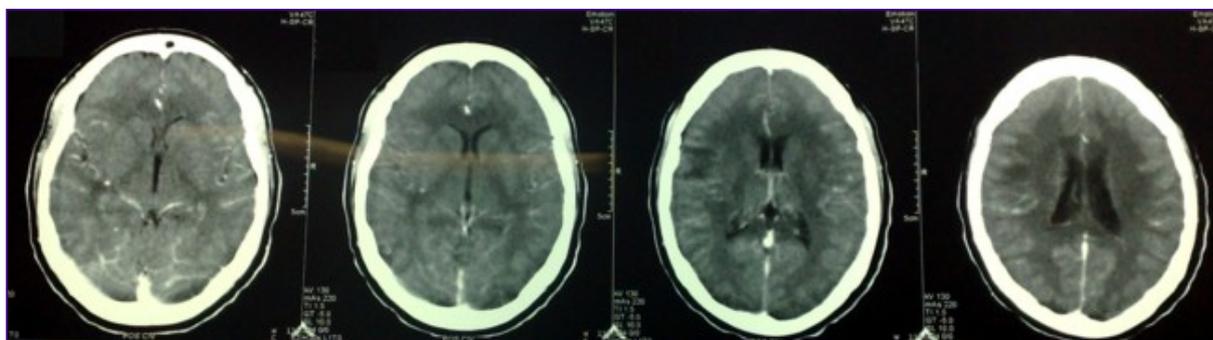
TC de cráneo, simple y contrastada.
